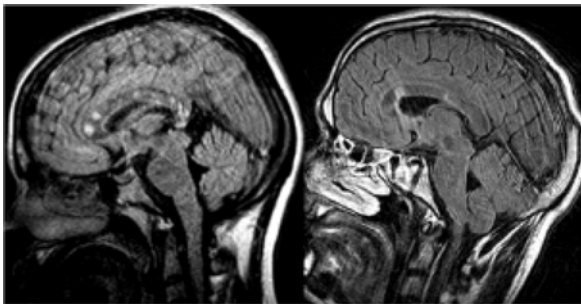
Seqüències ponderades en T2-FLAIR obtingudes en el pla sagital en pacient amb síndrome de Susac (esquerra) i en pacient amb malaltia de CADASIL (dreta). S'observa com les lesions afecten la regió central del cos callós en la síndrome de Susac (fletxes) i el seu guix complet en la malaltia de CADASIL (fletxes).
